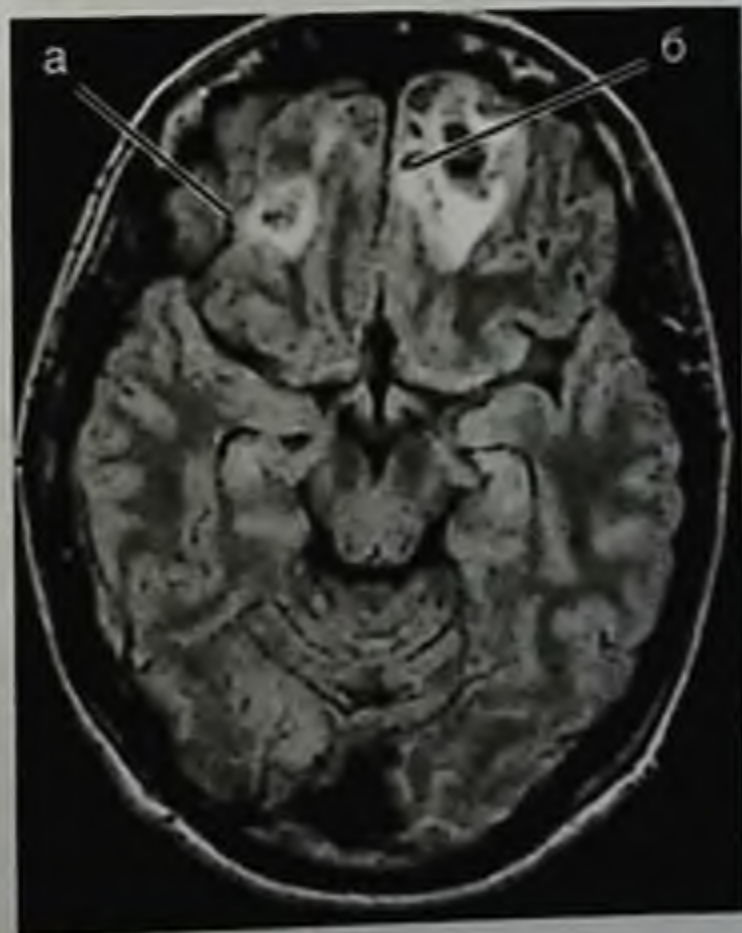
Ушиб головного мозга, лобных долей: а — справа легкой степени; б — слева средней степени. Магнитно-резонансная томограмма, FLAIR
